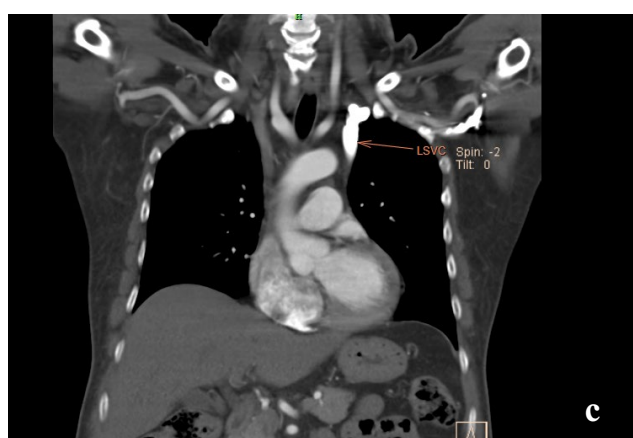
CT chest images reveal persistent left SVC and Right SVC.
